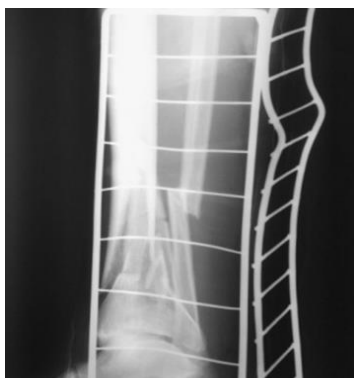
Рентгенограмма левой голени больного К. ИБ № 7650, в прямой проекции при поступлении в приемное отделение: определяется оскольчатый внутрисуставной перелом в дистальном отделе левой большеберцовой кости, перелом малоберцовой кости в нижней трети, со смещением фрагментов по длине, ширине и под углом (По АО/ASIF перелом соответствует типу 43C2).
